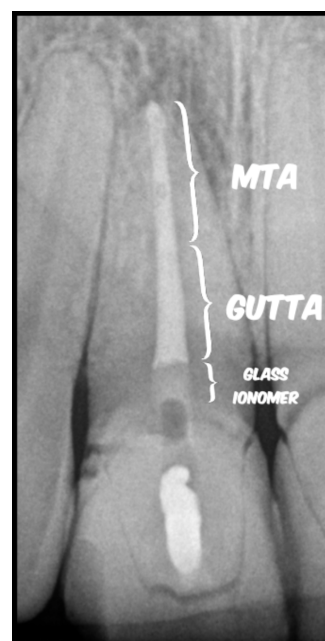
Radiografia de uma apexificação (Imagem cedida por Dr. João Neves)
